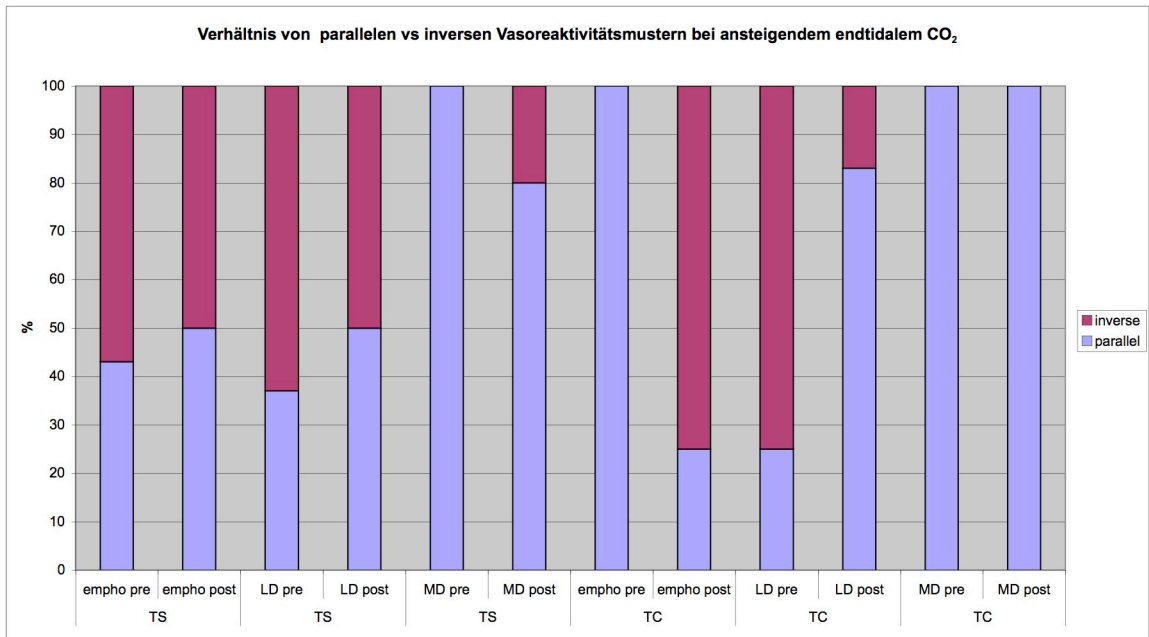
17: Prozentuale Gegenüberstellung der Verteilung paralleler vs inverser Vasoreaktivitätsmuster bei an- und absteigendem etCO<sub>2</sub>. blau = parallel; rot = invers; TS = transsylvisch; TC = transkortikal
